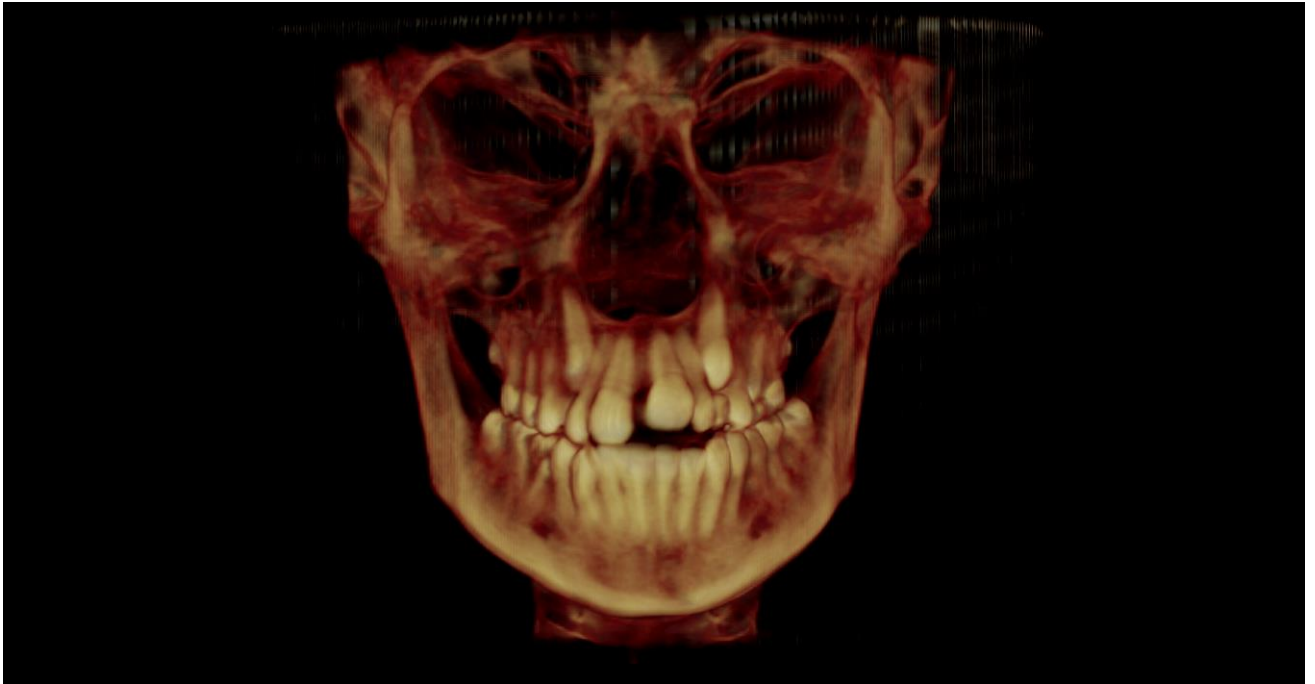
Tomografia Frontal destacando o Volume e Área da Região Orofaríngea Pré ERM
